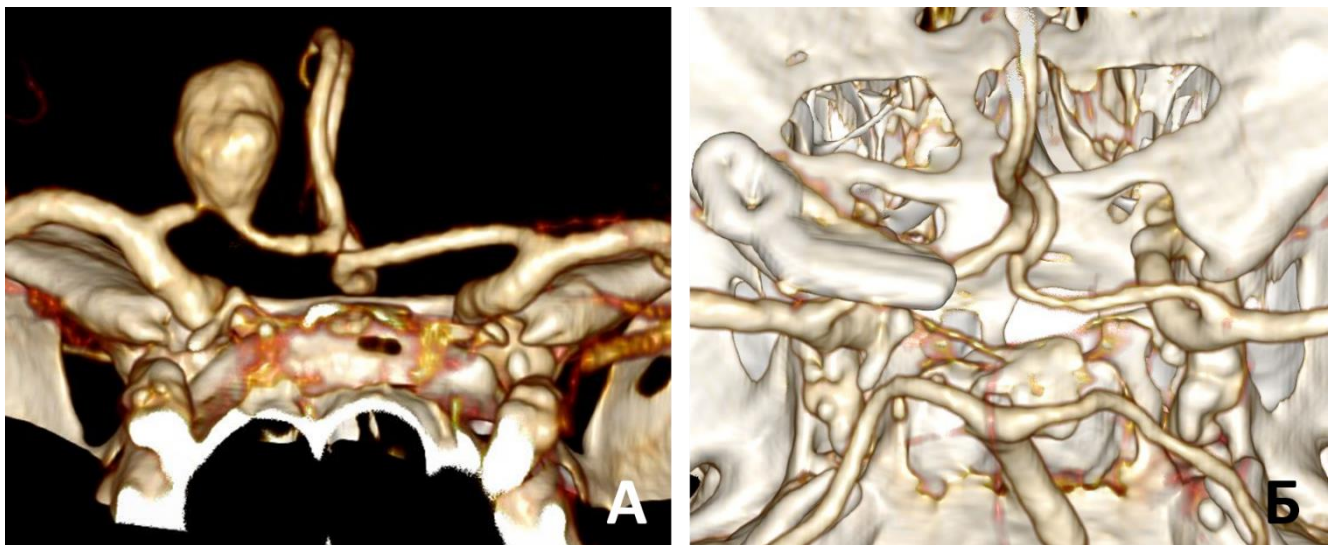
Простое клипирование крупной прекоммуникантной аневризмы с относительно узкой шейкой. А – КТ-ангиография до операции; Б – контрольная КТ-ангиография
